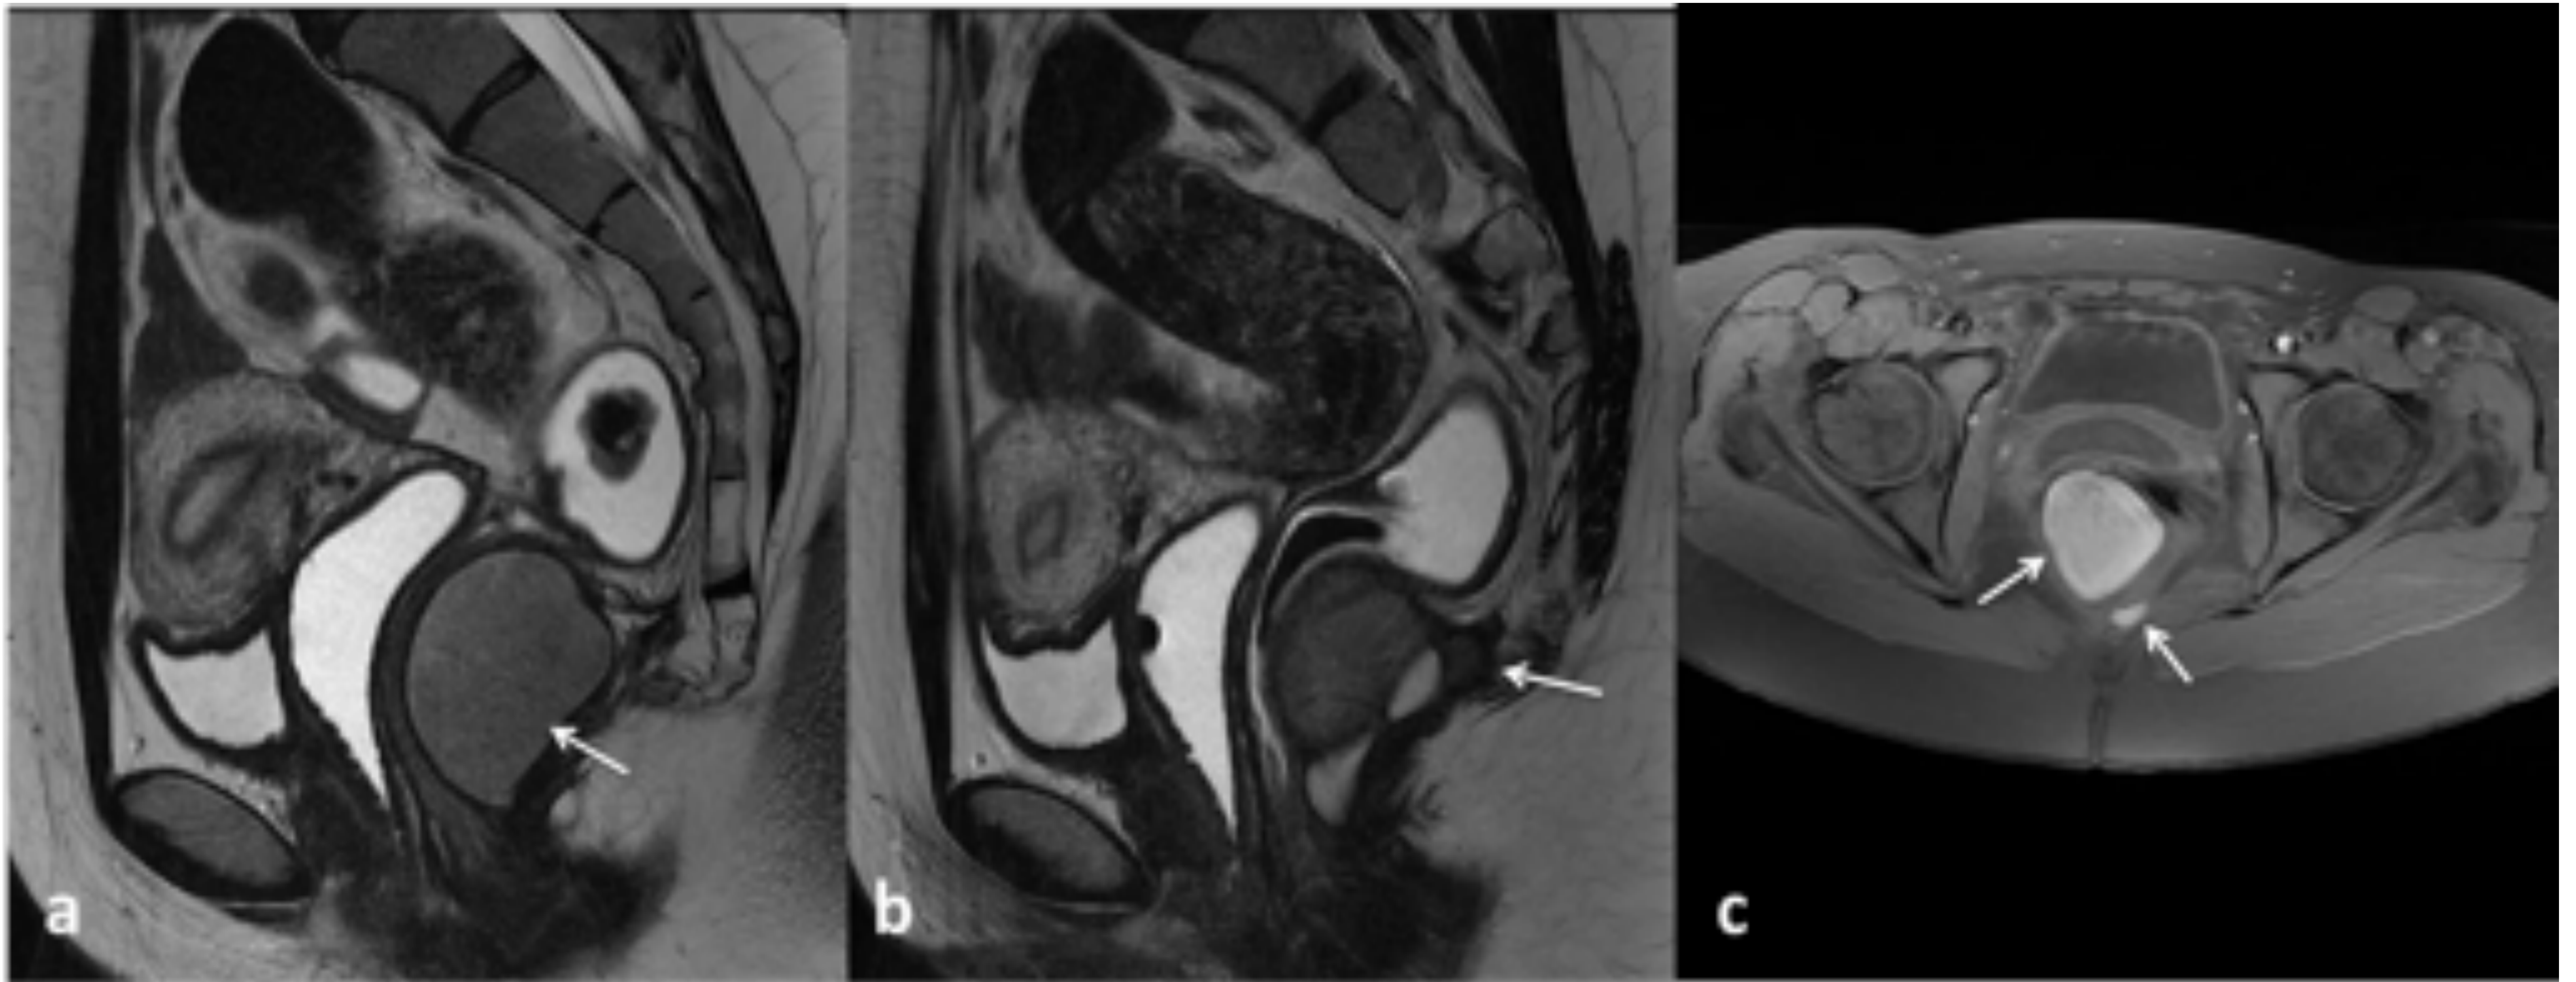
Mujer de 26 años. Hallazgo incidental de masa quística retrorectal-presacra multilocular correspondiente a hamartoma quístico retrorectal. En RM se observa contenido hemorrágico en varios de los espacios quísticos con disminución de la señal en T2 (flechas blancas en a y b), aumentada en T1 (flechas blancas en c, con saturación de la señal de la grasa)
